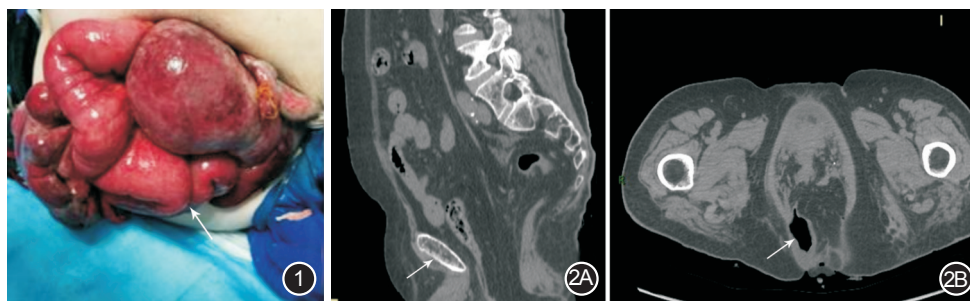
术后会阴部检查所见, 盆腔多脏器脱出, 箭头示脱出的小肠 图2 术前CT检查影像图片 2A. 腹部CT矢状位扫描, 子宫、膀胱未显示, 箭头指示耻骨; 2B. 大腿上部CT水平扫描显示脱出体外的脏器, 箭头示结肠
